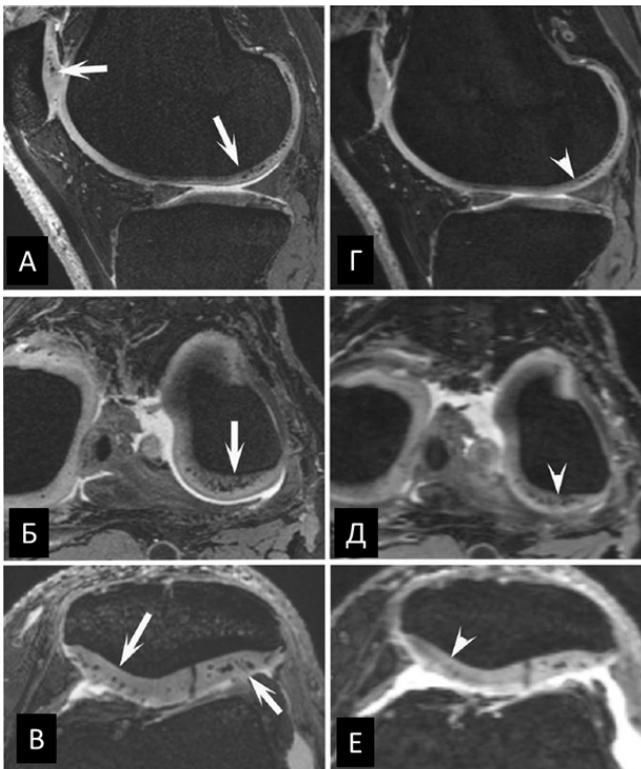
Пространственно совпадающие 3D-изображения в режиме двойного эхо-сигнала (DESS) у 66-летнего мужчины. 7-Тл МРТ (А–В) и 3-Тл МРТ (Г–Е) левого колена. При 7 Тл гипоинтенсивные отложения кристаллов кальция в бедренно-большеберцовом и надколенниковом хрящах хорошо и чётко видны (стрелки), в то время как при 3-Тл МРТ они видны гораздо хуже, даже без эквивалентного изменения сигнала (головки стрелок) (адаптировано из работы [73])
